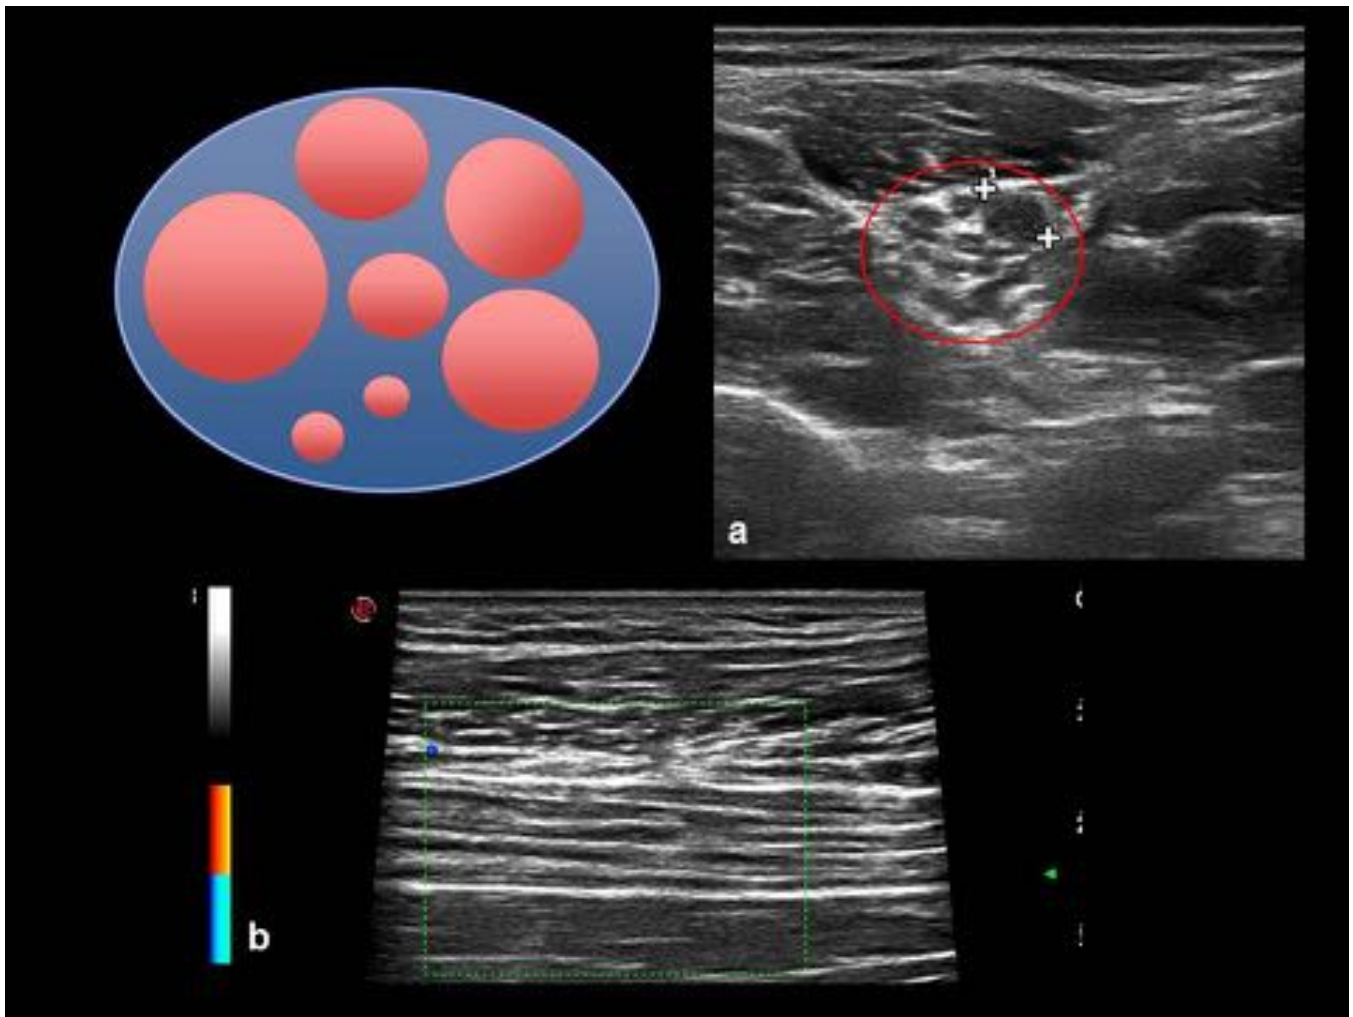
Fig. 7 Paciente con CMT: en este caso se aprecia un aumento de calibre no uniforme de los fascículos nerviosos pero conservando la ecogenicidad y definición. En el estudio Doppler (b) no se aprecia señal vascular.
